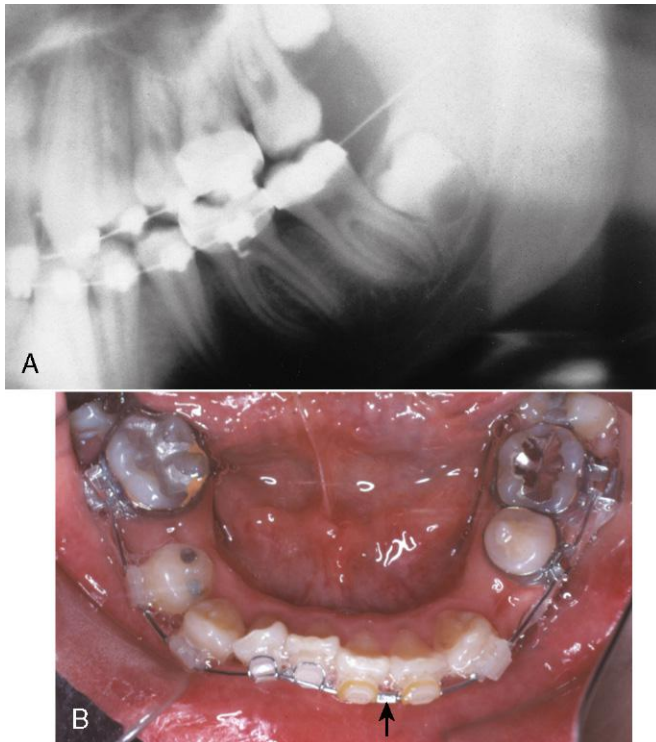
El uso de alambres superelásticos para la alineación inicial tiene el problema de que tienden a «viajar», de manera que el alambre se desliza hacia un lado, protruyendo distalmente del tubo molar en un lado y deslizándose fuera del tubo en el otro. A. Esta radiografía panorámica muestra un arco de alambre que ha viajado hasta el punto de haber penetrado en la rama mandibular en un lado, casi hasta la profundidad de una inyección de bloqueo alveolar inferior (curiosamente, el paciente solo manifestó algunas molestias leves). B. La mejor forma de evitar este desplazamiento consiste en plisar fuertemente un segmento de tubo dividido sobre el alambre entre dos brackets adyacentes. La ubicación del tope plisado (en este caso entre los incisivos central y lateral izquierdos) no tiene excesiva importancia. Actualmente, algunos alambres preformados de A-NiTi incluyen una depresión en la línea media para impedir un deslizamiento excesivo del arco de alambre.
